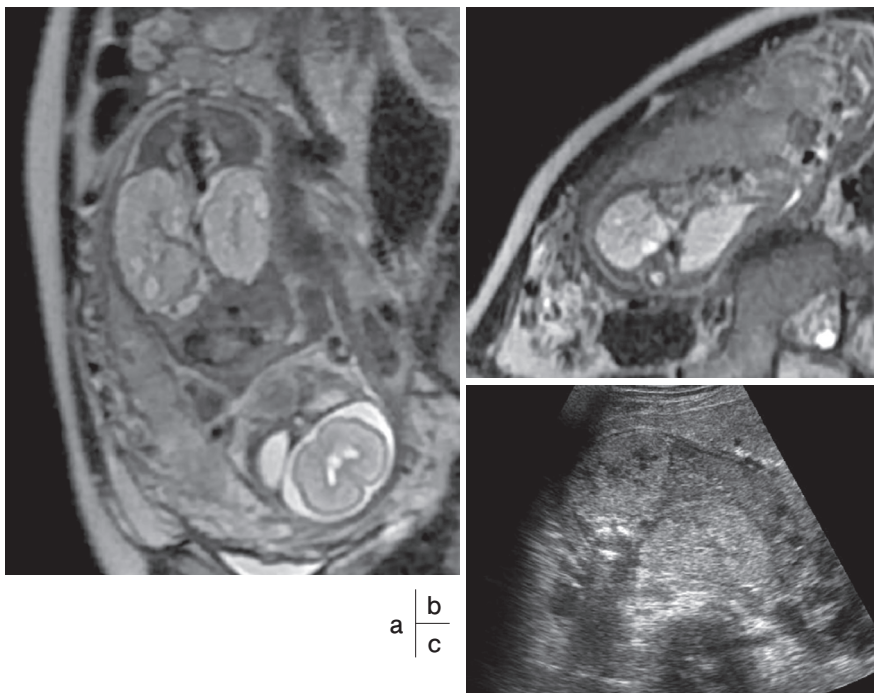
a, b : Coronal and axial T2-weighted images show bilaterally enlarged kidneys with multiple renal cysts of varying size replacing most of the renal parenchyma.
